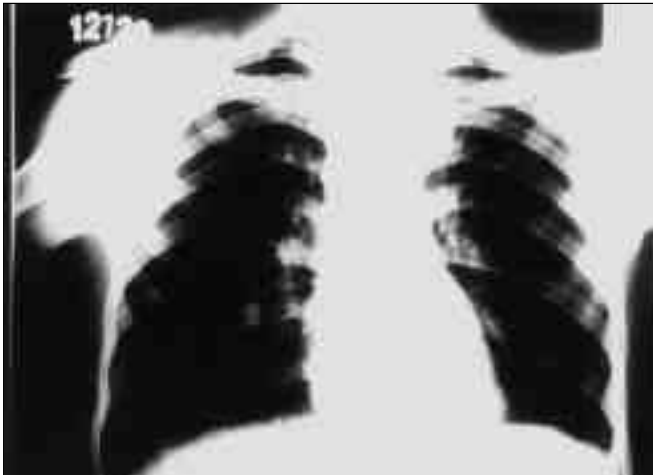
Posteroanterior akciğer grafisi; b. Toraks BT (akciğer parenkim kesiti)
